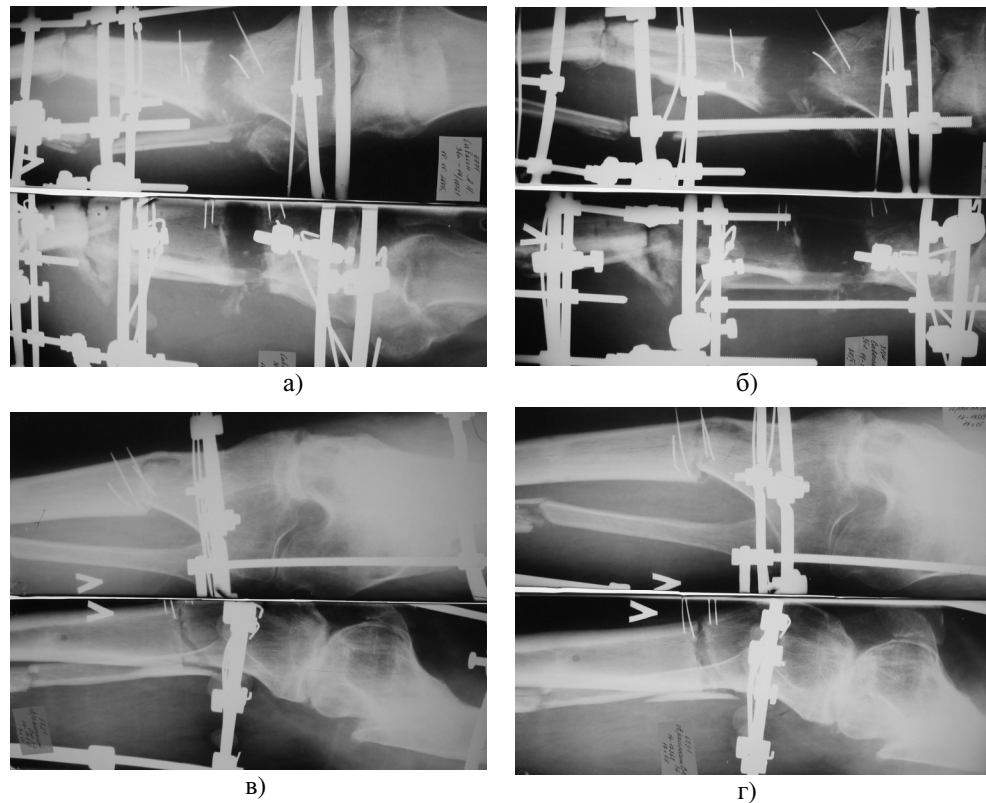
Рентгеновские снимки больных Б и В: а) рентгеновские снимки удлиняемой конечности больного Б спустя два месяца после начала дистракции; б) рентгеновские снимки удлиняемой конечности больного Б спустя два месяца и 10 дней после начала дистракции; в) рентгеновские снимки удлиняемой конечности больного В спустя 10 дней после начала дистракции; г) рентгеновские снимки удлиняемой конечности больного В спустя 20 дней после начала дистракции
